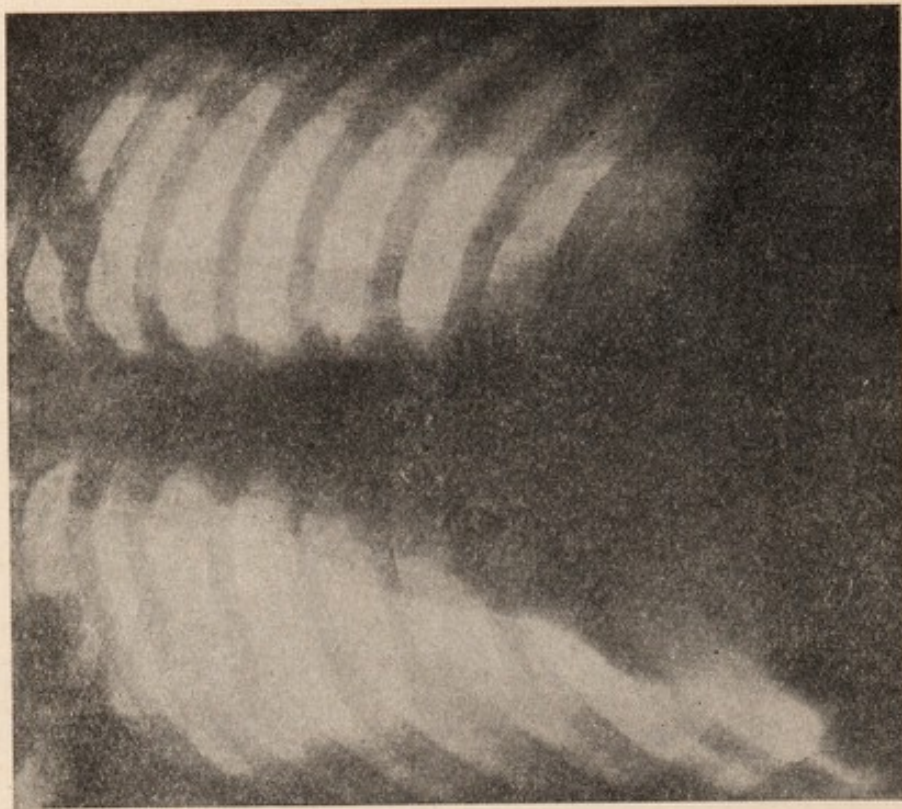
Röntgenbild VD. - Derselbe Fall wie im vorstehenden Röntgenbild, 3 Jahre später, im Verlaufe der klinischen Heilung. Pneumothorax bedeutend verkleinert; Herz nach links rückschoben, bei nahe an der Stelle seines Normal Sitzes. Lunge weniger zusammengedrückt, am Herz und Mediastinum anhaftend.
